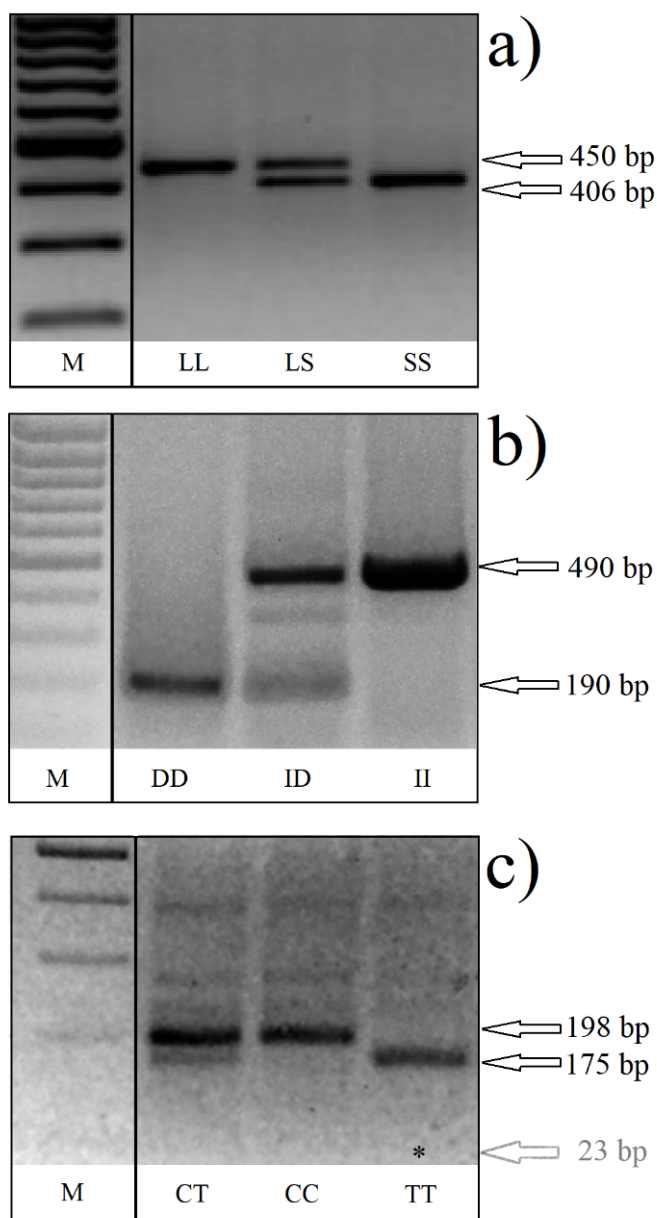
Visualizzazione mediante elettroforesi su gel dei diversi genotipi rappresentativi dei geni analizzati. a) *5-HTTLPR*, b) *ACE* e c) *MTHFR (C667T)*. M: marcatore di peso molecolare. LL: long/long. LS: long/short. SS: short/short. DD: delezione/delezione. ID: inserzione/delezione. II: inserzione/inserzione. CT: eterozigote. CC: omozigote wild-type. TT: omozigote mutato. * Il prodotto di 23 bp non è visualizzabile su gel di agarosio.
